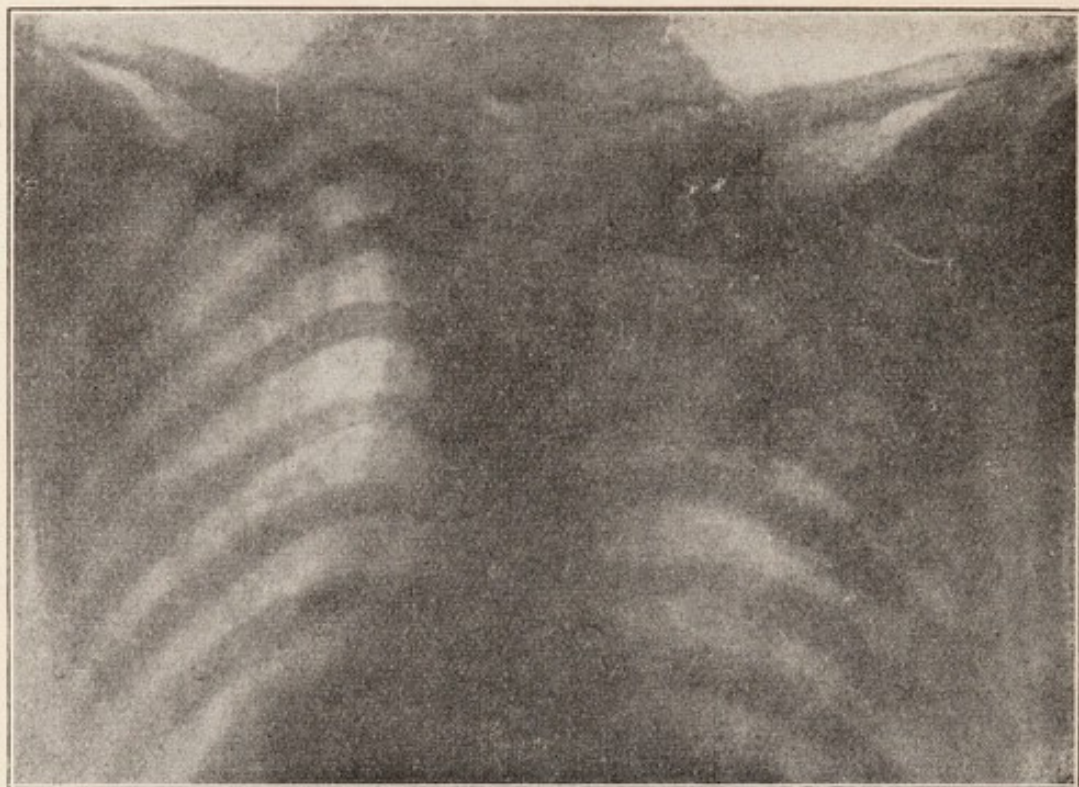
Caso 8 Radiografia dorsale prima della cura, dei due terzi superiori del torace
